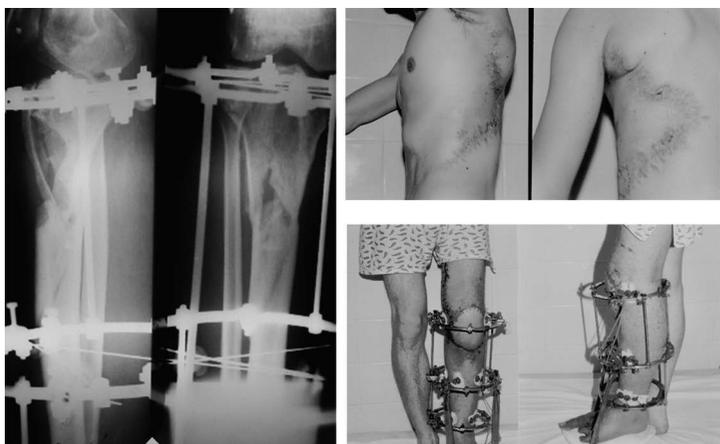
Раненый К. Рентгенограммы через 4 мес. после операции - внешний вид донорского места и конечности
